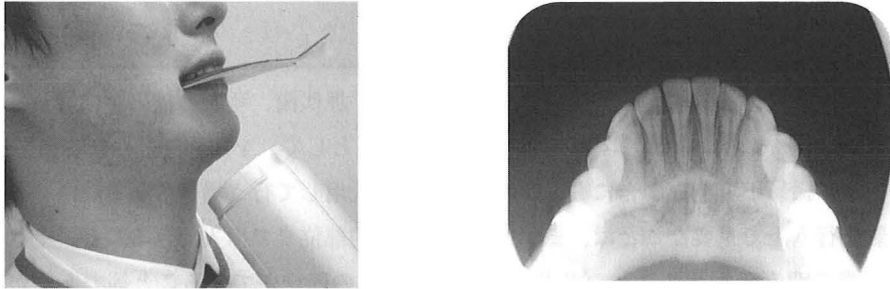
下顎咬合撮影の概観（左）とX線写真（右）
